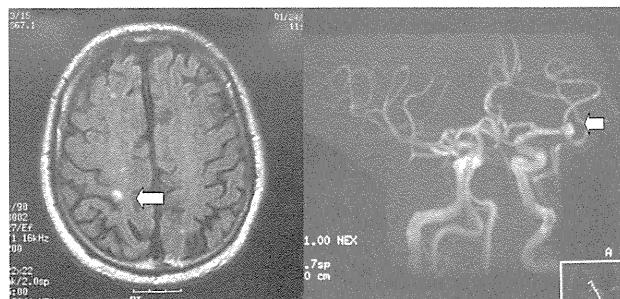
Left MRImaging (FLAIR) shows asymptomatic lacunar infarction (lt. arrow), and right MRAngiography shows unruptured aneurysm (rt. arrow).
